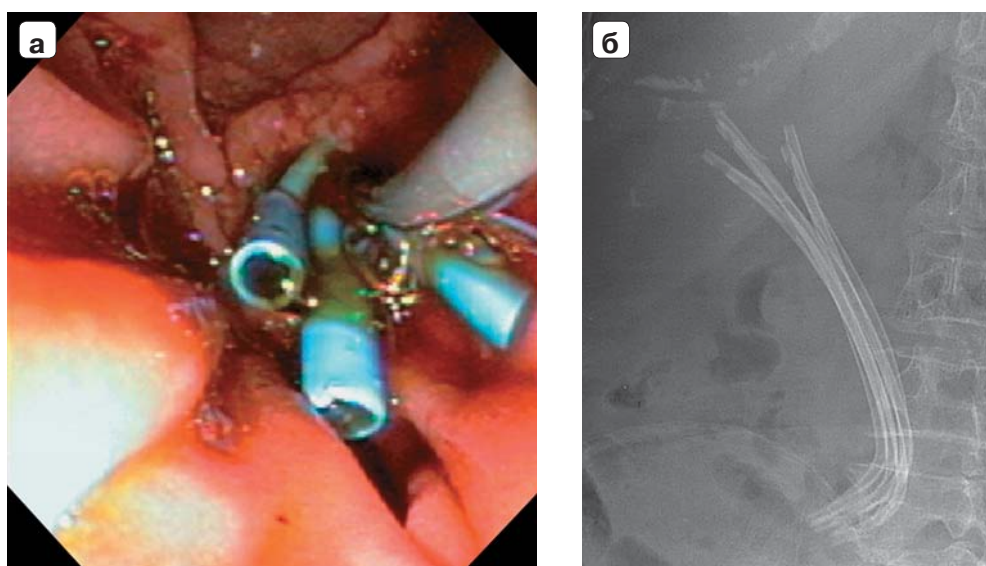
Эндоскопическое транспапиллярное стентирование желчных протоков после широкой папиллотомии для профилактики рефлюкс-холангита: а — эндофото; б — обзорная рентгенограмма брюшной полости.
